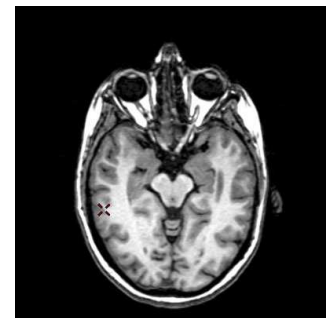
coupe axiale IRM T1
